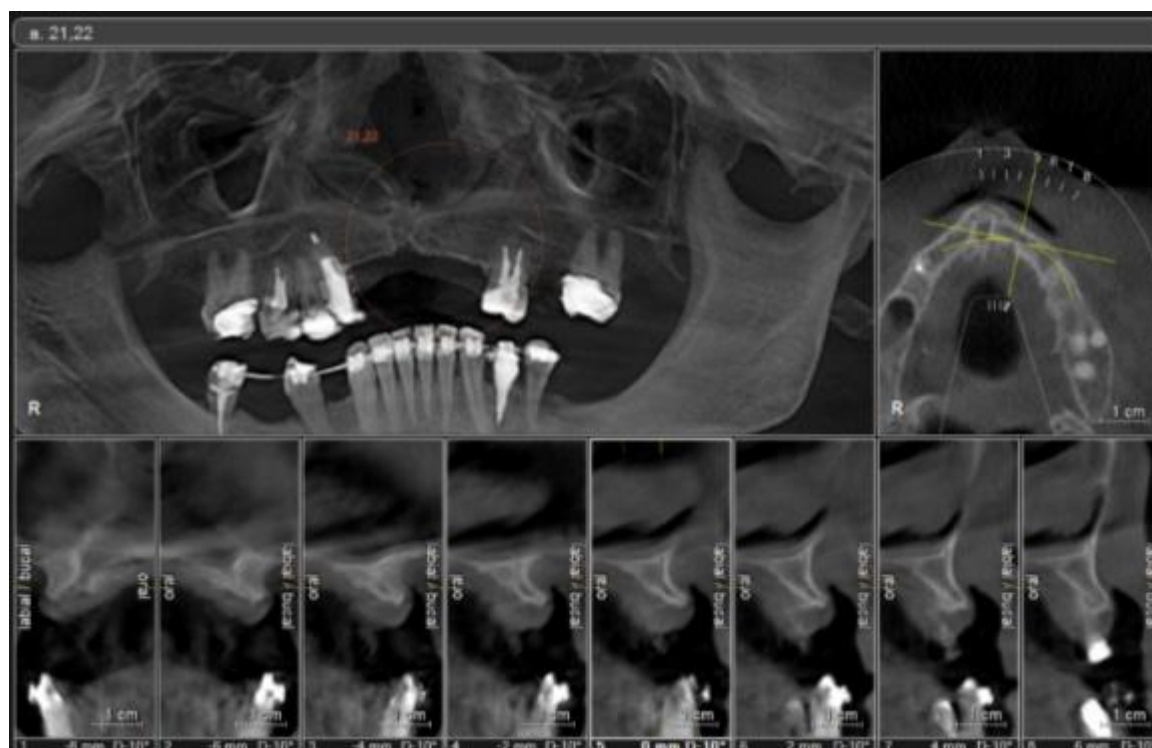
Tomografia inicial.
